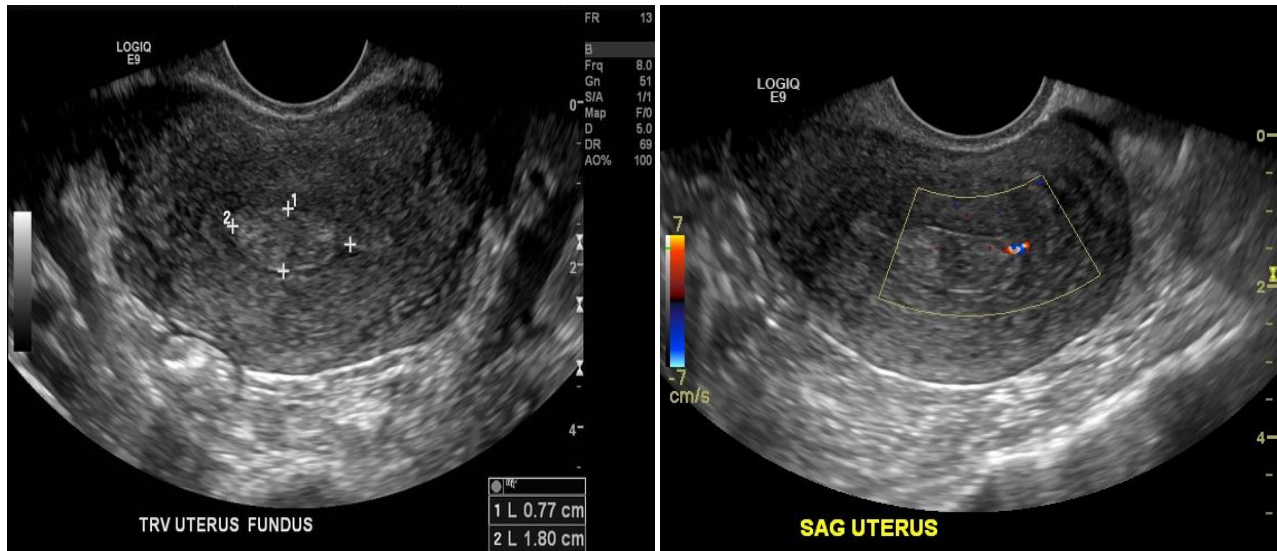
Polype endoluminale mesurant 0.77*1.8 cm avec vaisseau nourricier objectivé au mode Doppler couleur [217]
